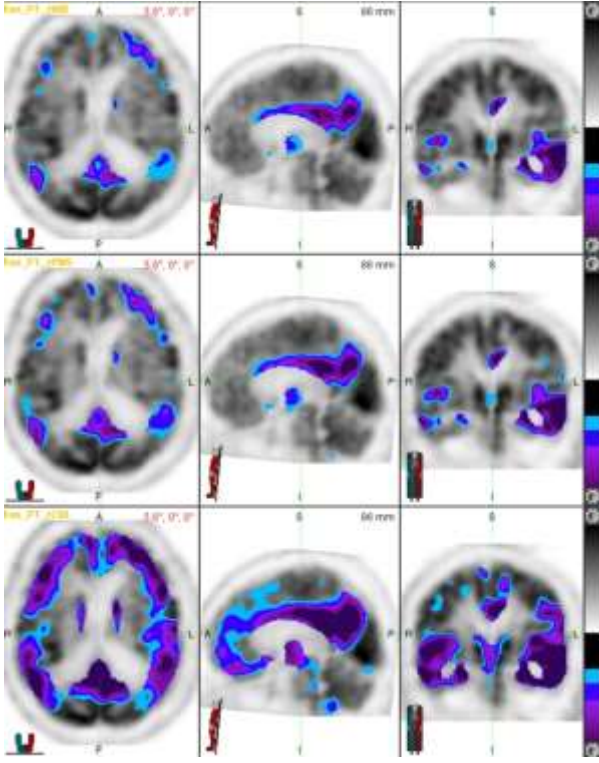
Olgu4' e ait fTMU öncesi PET görüntüsü
